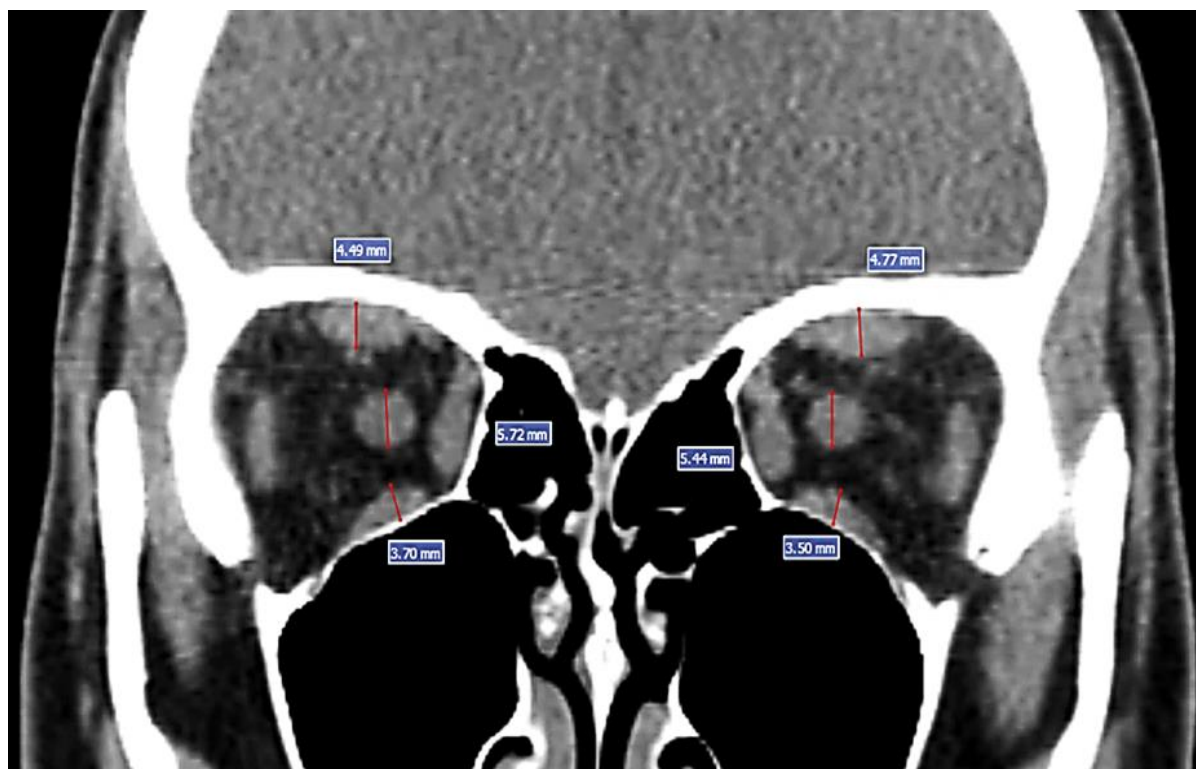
Imagem coronal de TC na janela de tecido mole mostrando a medição da espessura (traços vermelhos) dos músculos reto inferior (RI), complexo do nervo óptico (NO) e complexo superior (CS). Fonte: própria.
